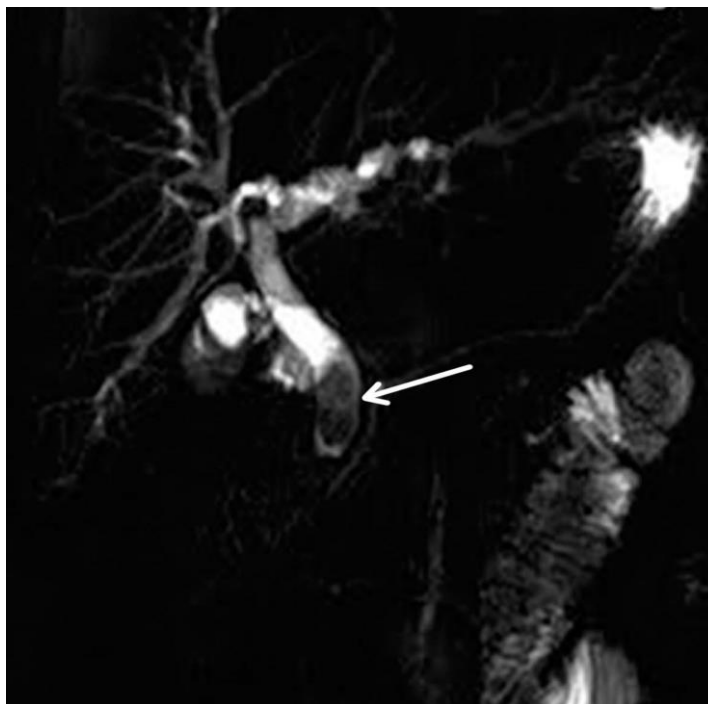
МРТ. Холедохолитиаз (указано стрелкой)
